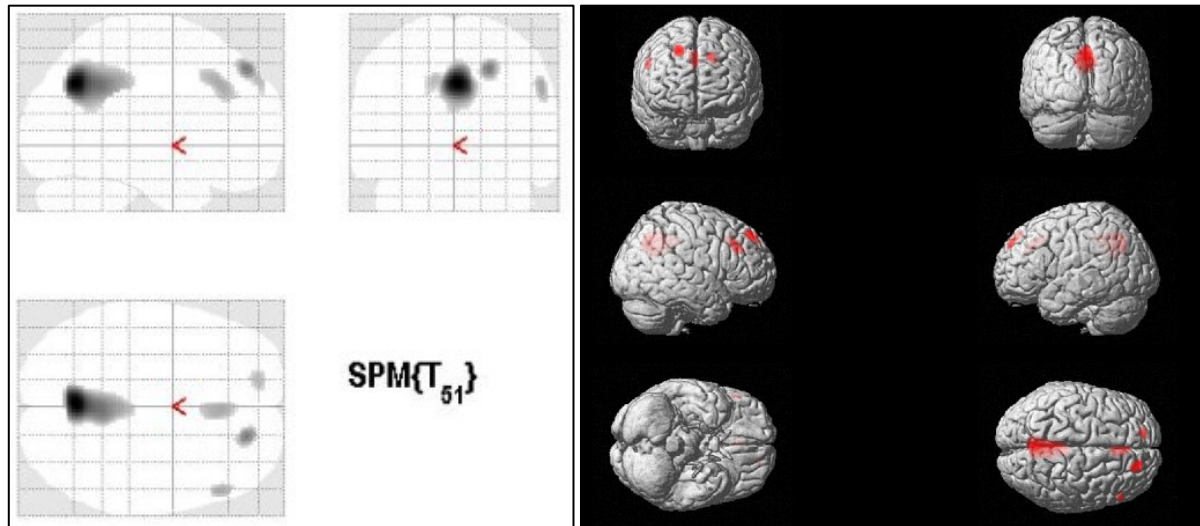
a und 25 b: Vergleich der normalisierten und geglätteten ^{18}F -FDG-PET Aufnahmen von 19 unbeeinträchtigten Patienten und 34 Patienten mit LKB und leichter AD. Die Abbildungen stellen die Gebiete mit Hypometabolismus in der Gruppe der Patienten nach dem Vergleich dar. Der Grenzwert liegt bei 10 zusammenhängenden Voxels, auf die das Kriterium $p \leq 0.001$ zutrif. Die SPM(T) t-Test-Darstellungen sind als a) Glasgehirn und als b) 3D gerenderte Abbildung des Gehirns abgebildet.
